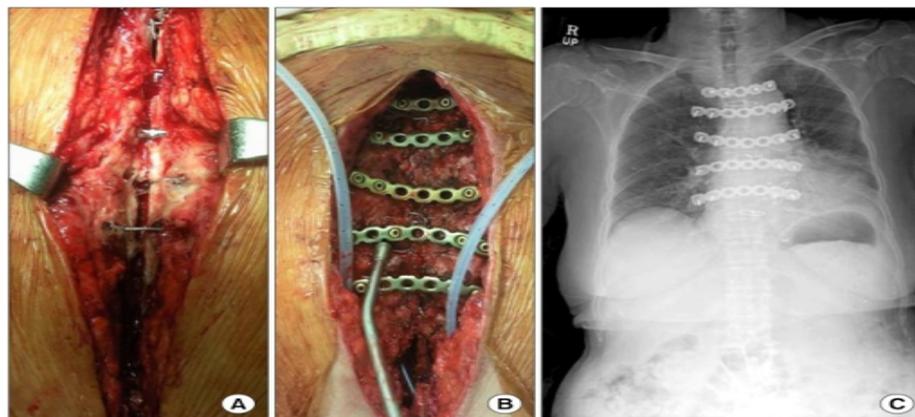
Fixação de placas transversais de titânio para deiscência de esterno. (A) Deiscência esternal com drenagem purulenta secundária a osteomielite (após a reposição valvar aórtica e *by-pass* da artéria coronária). (B) A fixação horizontal das placas de titânio. Dois cateteres de drenagem foram colocados sob a camada muscular do peitoral. (C) Radiografia de tórax simples pós-operatória. Fonte com permissão:(KIM et al., 2013).
